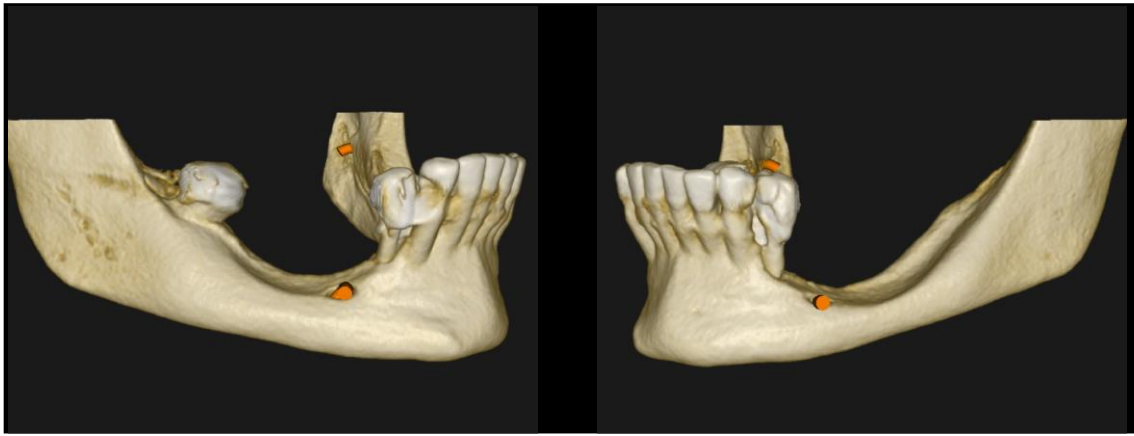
Reconstrução 3D da Tomografia Computadorizada mostrando a deficiência óssea.
